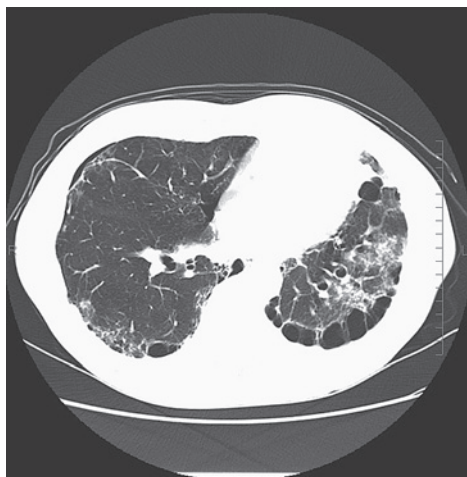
初診時胸部 CT：右気胸，両肺野に気腫性変化，気管支拡張および網状輪状影
